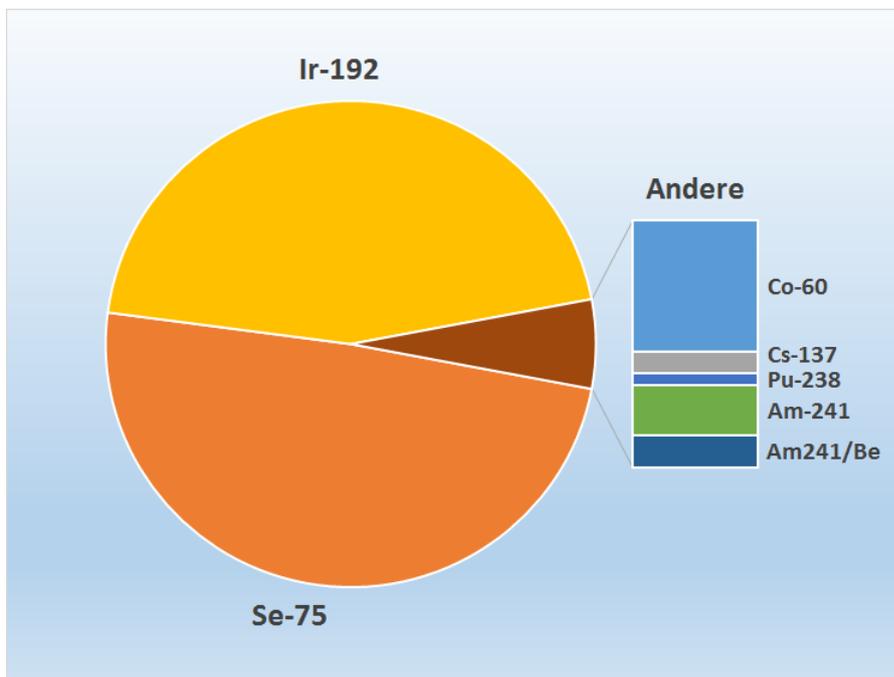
Nuklidverteilung von HRQ im Bereich Gammaradiographie
